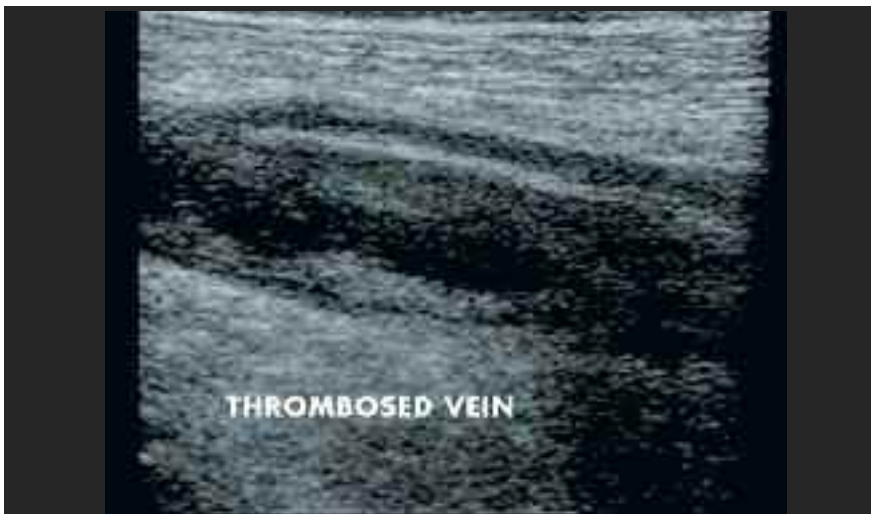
Image échographique d'une veine thrombosée en section longitudinale.
